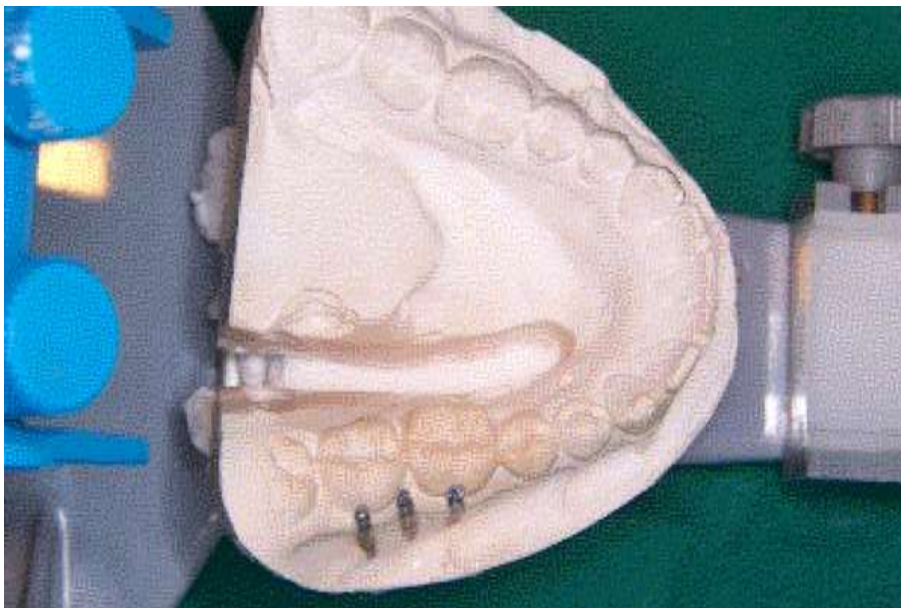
Réalisation d'une rainure dans le modèle en plâtre mandibulaire en lingual de la zone à radiographier.C.V.
